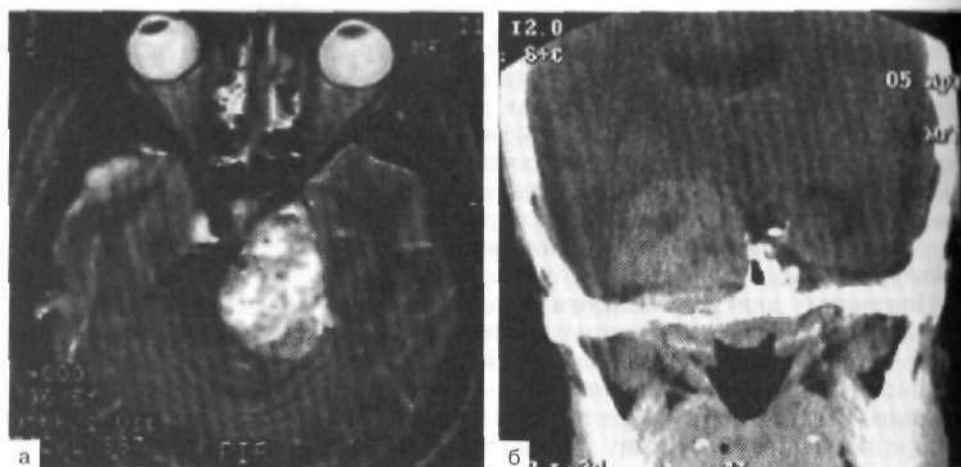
Невринома тройничного нерва. МРТ, аксиальная (а) и фронтальная (б) проекции.
